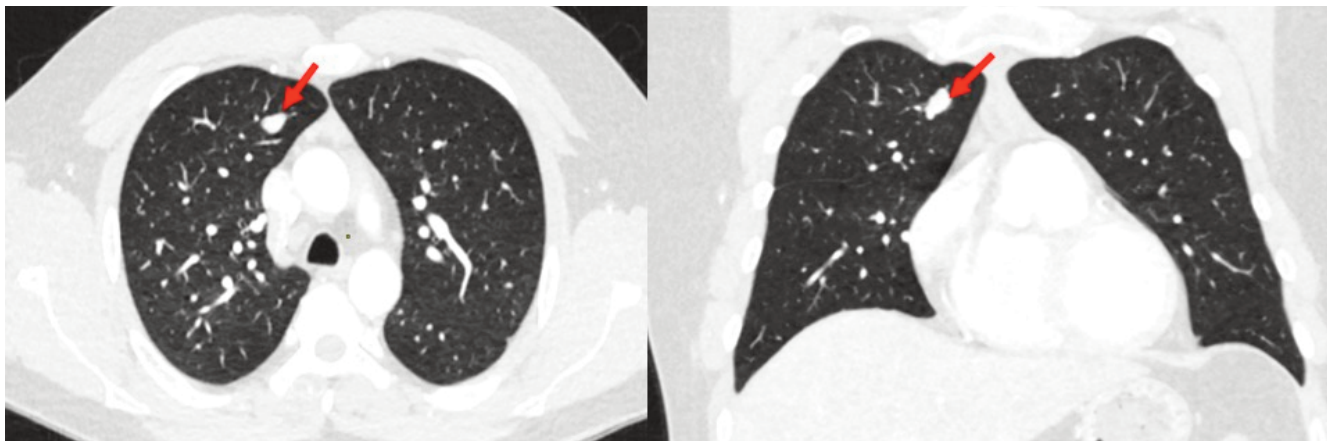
Многосрезовая компьютерная томография легких, с внутривенным контрастированием.
